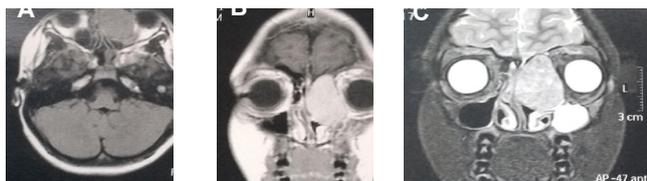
Características imagenológicas de un schwannoma en una paciente de 9 años. A. Corte axial resonancia T1 sin contraste, no realce. B. Corte coronal resonancia T1 con contraste, se observa realce marcado heterogéneo. C. Corte coronal T2 con contraste, leve realce y patrón heterogéneo. Imágenes tomadas de la Fundación Hospital de la Misericordia.
